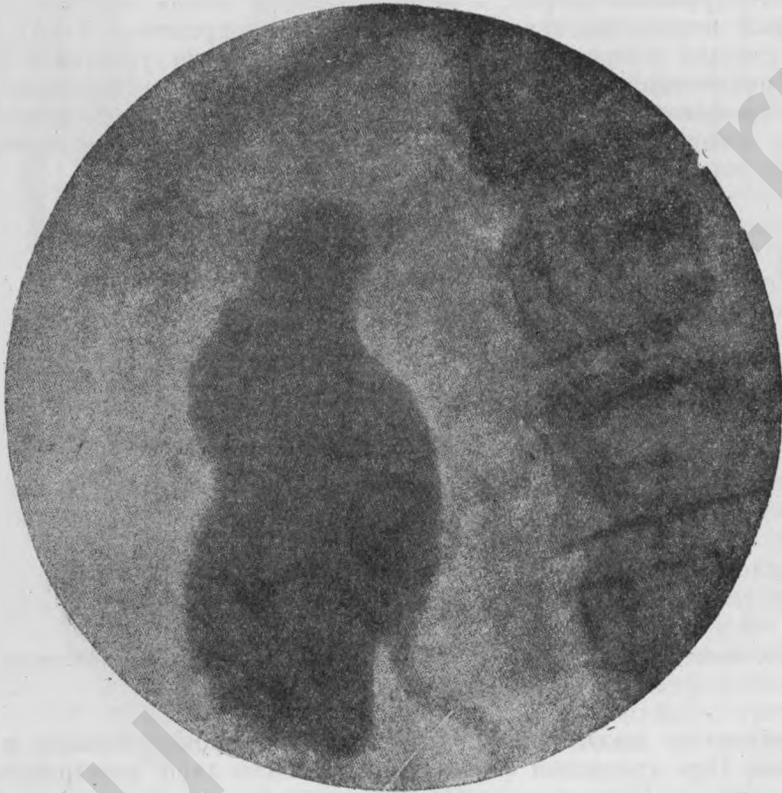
Рентгенограмма при тяжелом пиелите беременной; сильно расширенная почечная лоханка без ясно дифференцированных чашечек. (Снимок Gauss'a из Doederlein-Krönig. Operative Gynäkologie).
